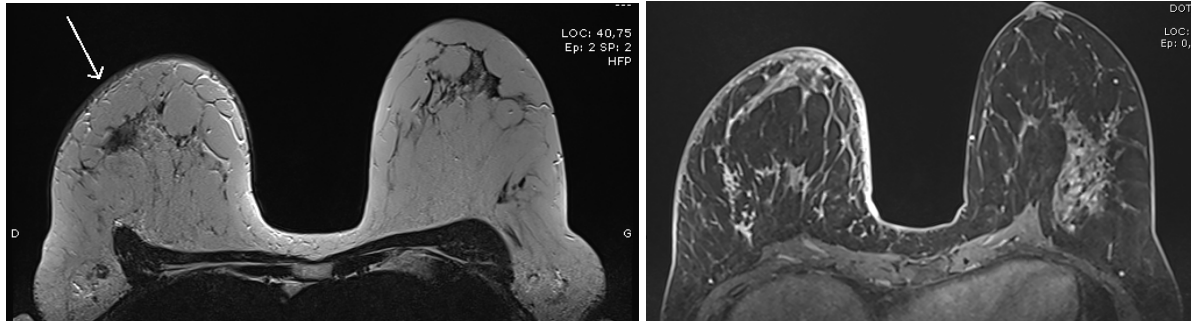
CSI droit à l'IRM : épaissement cutané diffus et œdème mammaire (à gauche : séquence T2, à droite : séquence T1 + Gadolinium).
